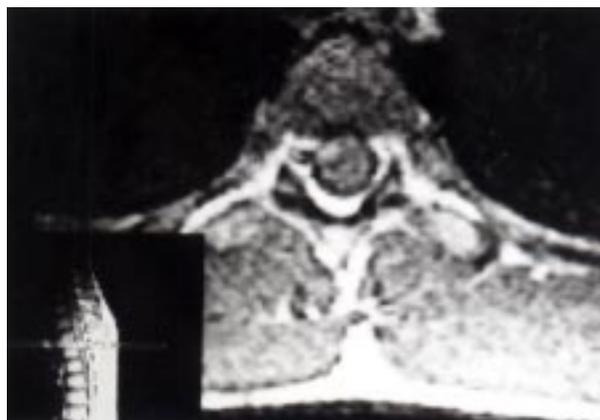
Paciente L.G. Resonancia magnética nuclear. Corte transversal de médula espinal. En estos cortes pueden apreciarse focos de baja señal sugiriendo probable necrosis o cavitación. Conclusión de la R.M.N: lesión ocupante de espacio en los segmentos T1 a T4. No hay cavitación siringomiélica.
